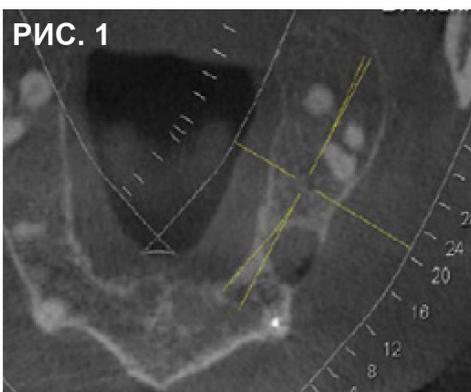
Предоперационная КТ показывает горизонтальную потерю кости.
